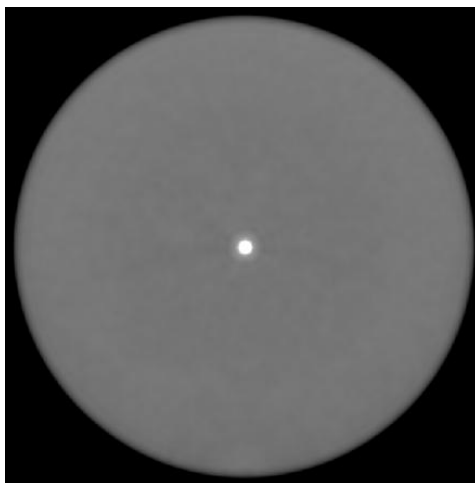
Visualización de un alineamiento correcto del haz de radiación y láseres del gantry CT, imagen obtenida usando el maniquí de SIEMENS®.
